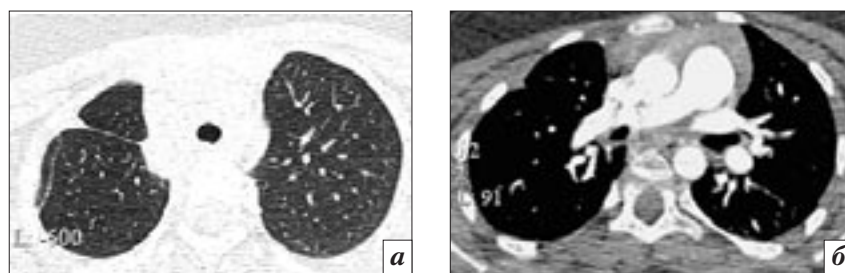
МСКТ (легочный режим) (*а*) и МСКТ-ангиография (*б*), мультипланарная реконструкция во фронтальной плоскости (*в*) через 9 мес после операции. Утолщение паракостальной плевры, уплотнение плевры по ходу косой междолевой щели.
